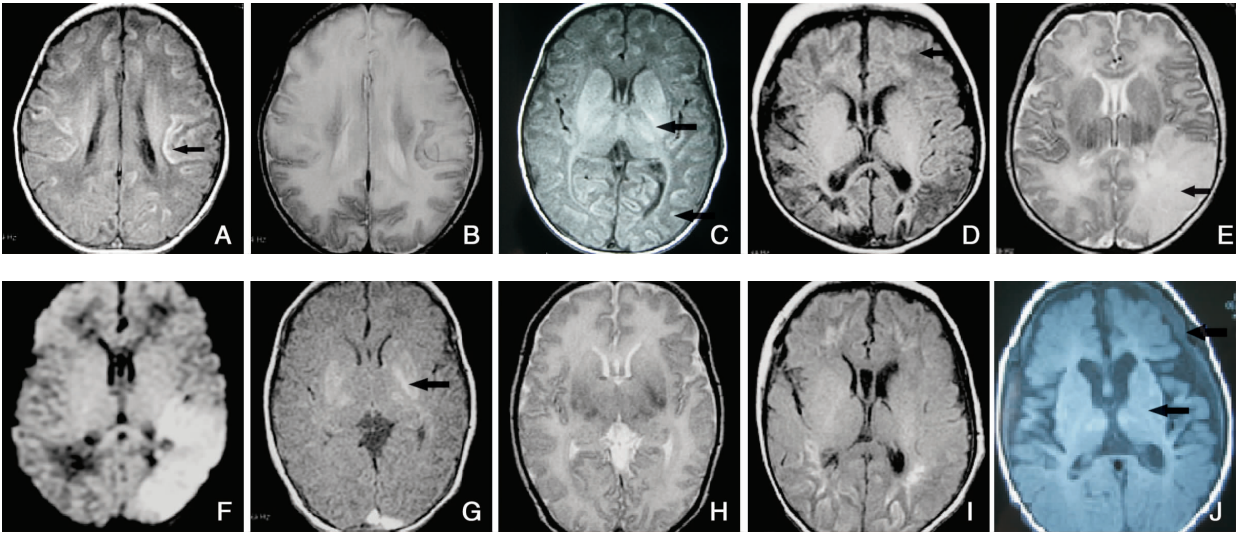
磁共振检查(病变处如箭头所示)。A:重度 HIE 患儿,T₁WI 示双侧大脑皮层深部呈线条状高信号;B:T₂WI 示双侧弥漫性脑水肿,白质信号增高,灰质变薄,灰白质分界消失;C:弥漫性皮层下出血及基底节出血,弥漫性水肿;D:1 个月复查 T₁WI 示双侧额叶、顶、枕叶皮层及皮层下可见大范围多囊脑软化灶形成。双侧侧脑室后角周围多发白质软化灶,即 PVL;E:T₂WI 示左侧顶枕叶大面积脑梗死呈楔形高信号;F:DWI 病变信号极高,胼胝体压部亦呈显著高信号;G:重度 HIE 患儿,T₁WI 示双侧基底节区弥漫性高信号,正常内囊后肢高信号消失反而呈低信号,同时伴左枕部硬膜下出血;H:T₂WI 双侧基底节区信号不均,可见低信号改变,内囊后肢后部正常的低信号消失;I:重度 HIE 患儿,T₁WI 示双侧弥漫性脑实质出血,顶枕叶可见“脑回征”;J:重度 HIE(生后 3 月),丘脑异常高信号,示大理石样基底节,脑萎缩,硬脑膜下积液。
